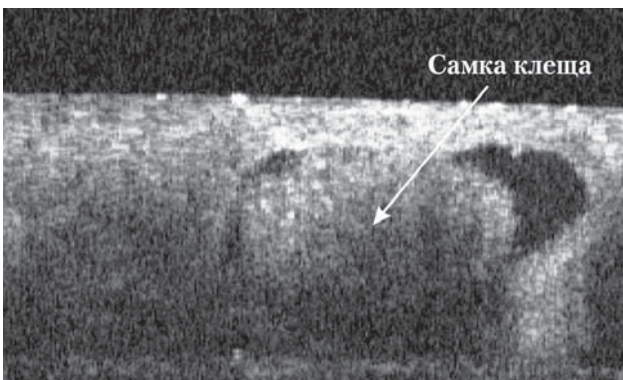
Самка чесоточного клеща *S. scabiei* (L.), прокладывающая чесоточный ход в мальпигиевом слое эпидермиса. Метод оптической когерентной томографии. Отек эпидермиса, дермы, акантоз
